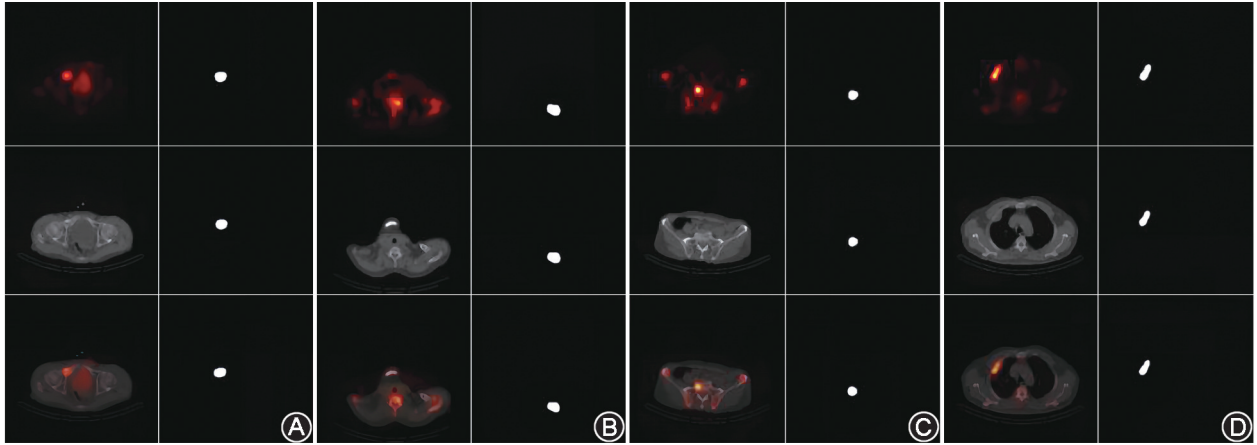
深度学习模型 MT-UNet 分割骨病灶的临床实例图(各序号图左列为 MT-UNet 分割前的 SPECT、CT、SPECT/CT 原始图像,右列为 MT-UNet 分割后的 ROI)。A.耻骨外伤后骨折患者(男,63 岁)图像;B.颈椎退行性变患者(女,55 岁)图像;C.骶椎骨转移瘤患者(女,66 岁)图像;D.肋骨骨转移瘤患者(男,72 岁)图像。可见 MT-UNet 对 3 种模态图像中的病灶位置预测一致,病灶边界仅有轻微差异
